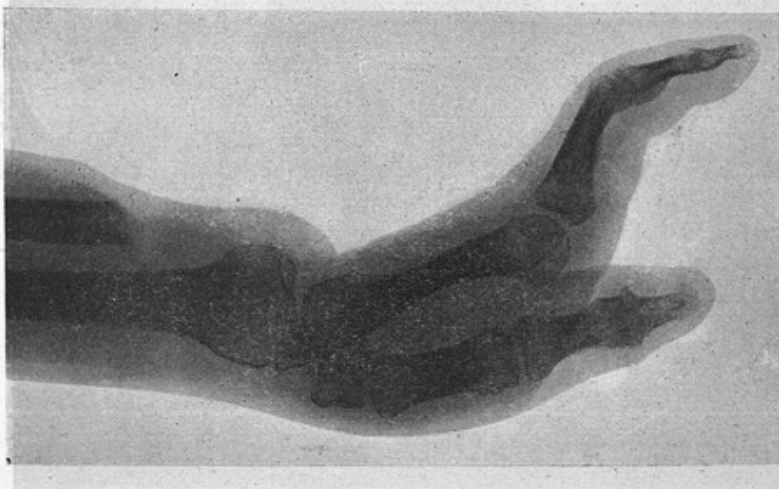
Radiographie de l'amputation précédente.
